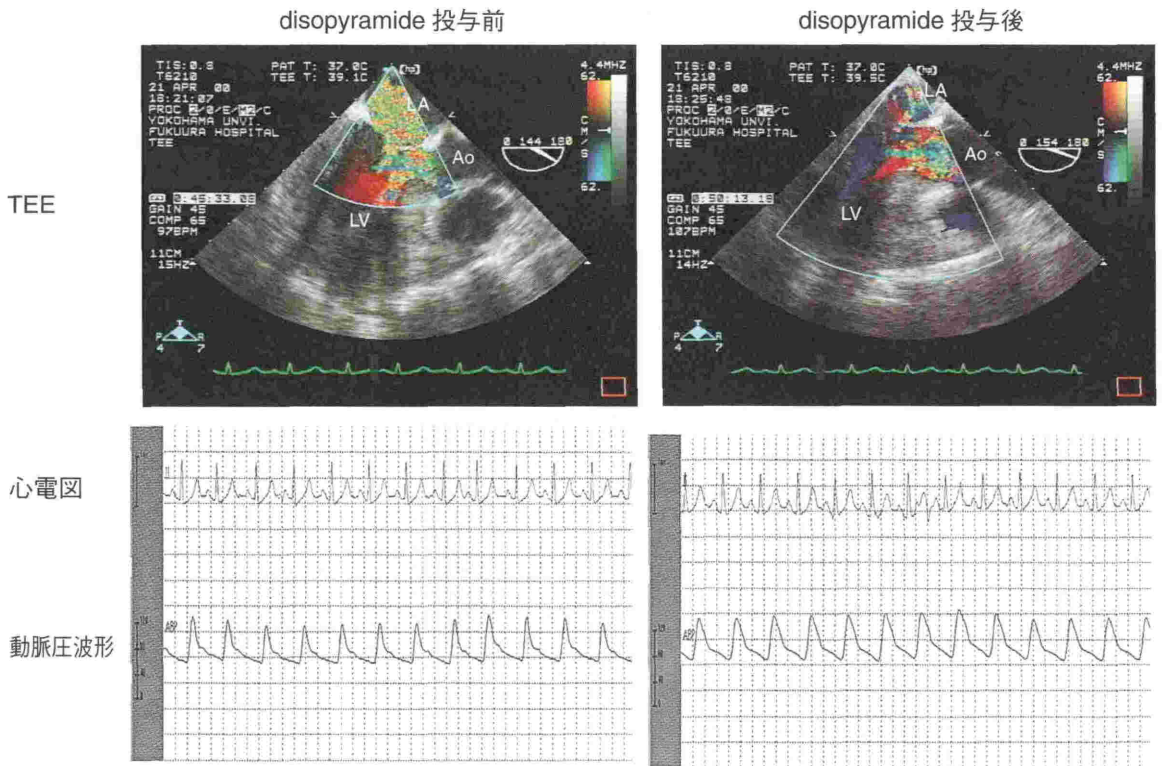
症例2のdisopyramide 35 mg (1 mg/kg) 投与前・後におけるカラードプラ心エコー図(経食道大動脈弁長軸断面)と心電図および橈骨動脈圧波形
